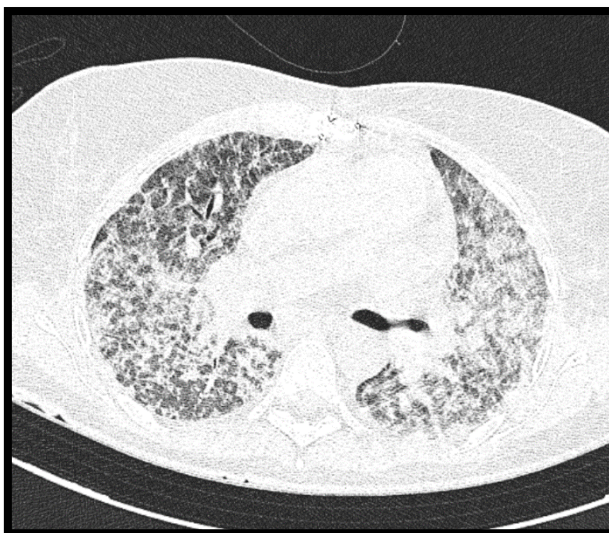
TAC de Tórax en UCI
